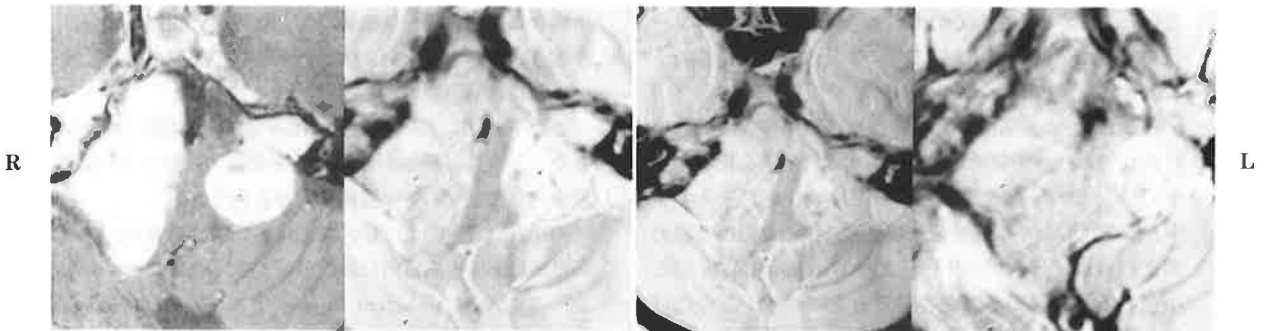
Case 7. T1 weighted image with Gd, T2 weighted image, Proton weighted image and FLAIR image in sequence. FLAIR image can not clarify the margin of acoustic neuromas.
